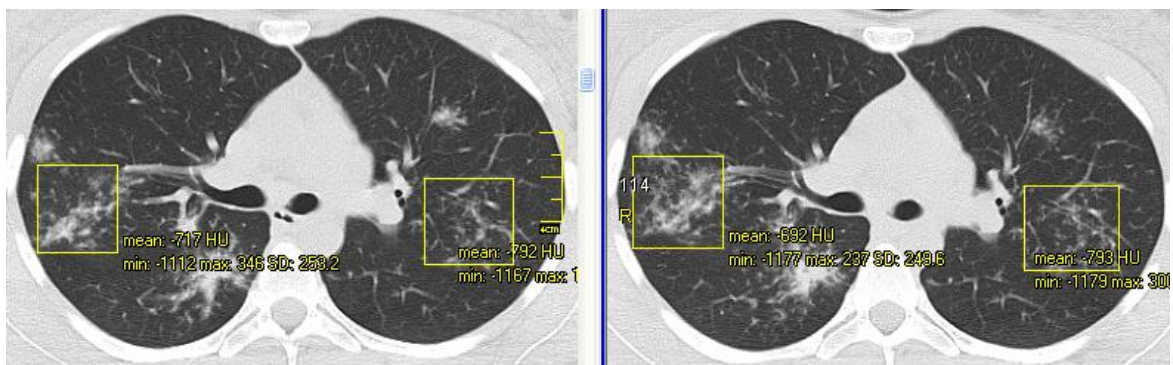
КТ хворої К.: прогресування саркоїдозу II стадії після 3 місяців спостереження (зліва – у початковому стані, справа – через 3 міс). Збільшення щільності ділянки паренхіми правої легені з -717 HU до -692 HU.
